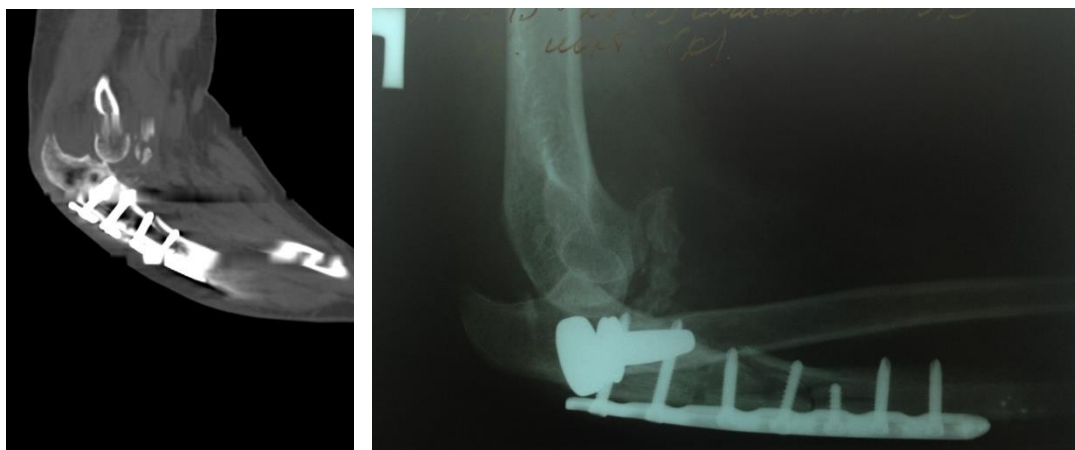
КТ и рентгенограммы больной С. через 4 недели после операции
